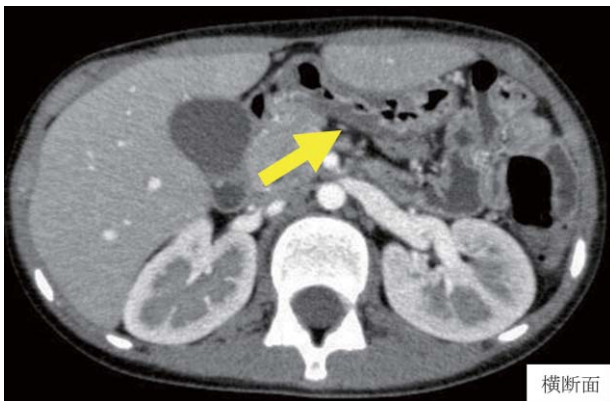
腹部造影 CT 検査 (第 4 病日)
